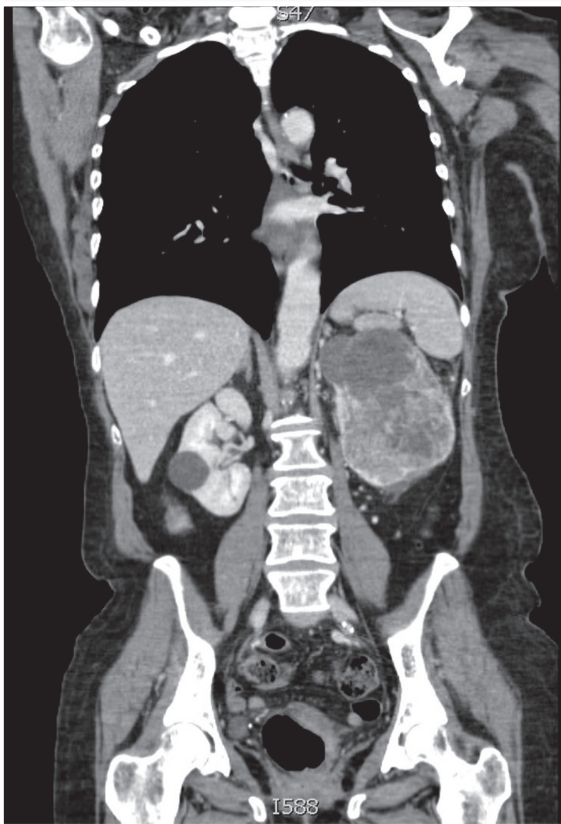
Tomografia computadorizada evidenciando massa renal à esquerda e cistos renais à direita (no laudo descritivo não foi visualizado lesão pulmonar ou em outro órgão)
